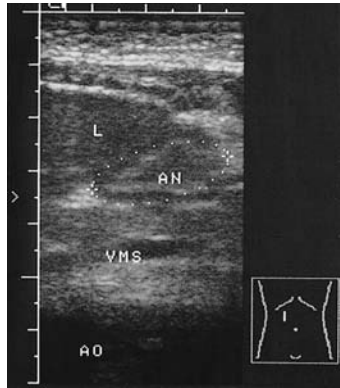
Sonographische Antrumplanimetrie. VMS = V. mesenterica superior, L = Leber, AO = Aorta, AN = Antrum
